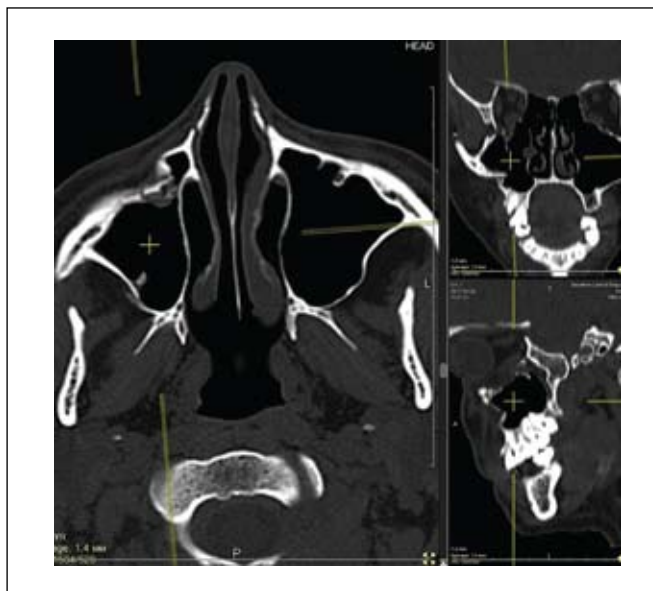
КТ костей лицевого скелета в MPR. Перелом верхнечелюстной пазухи справа.
